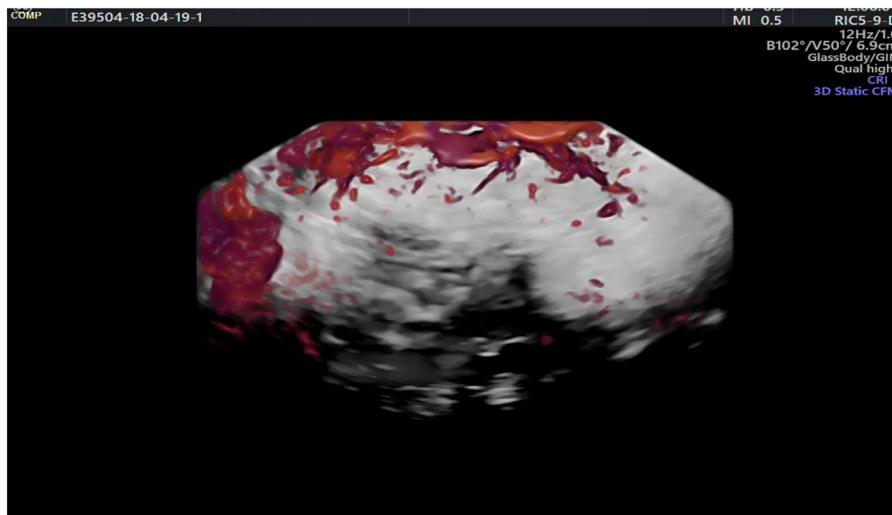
La ecografía-Doppler 3D permite observar cómo el mioma ha quedado avascular y los vasos que quedan son los que rodean al mioma del miometrio normal.
